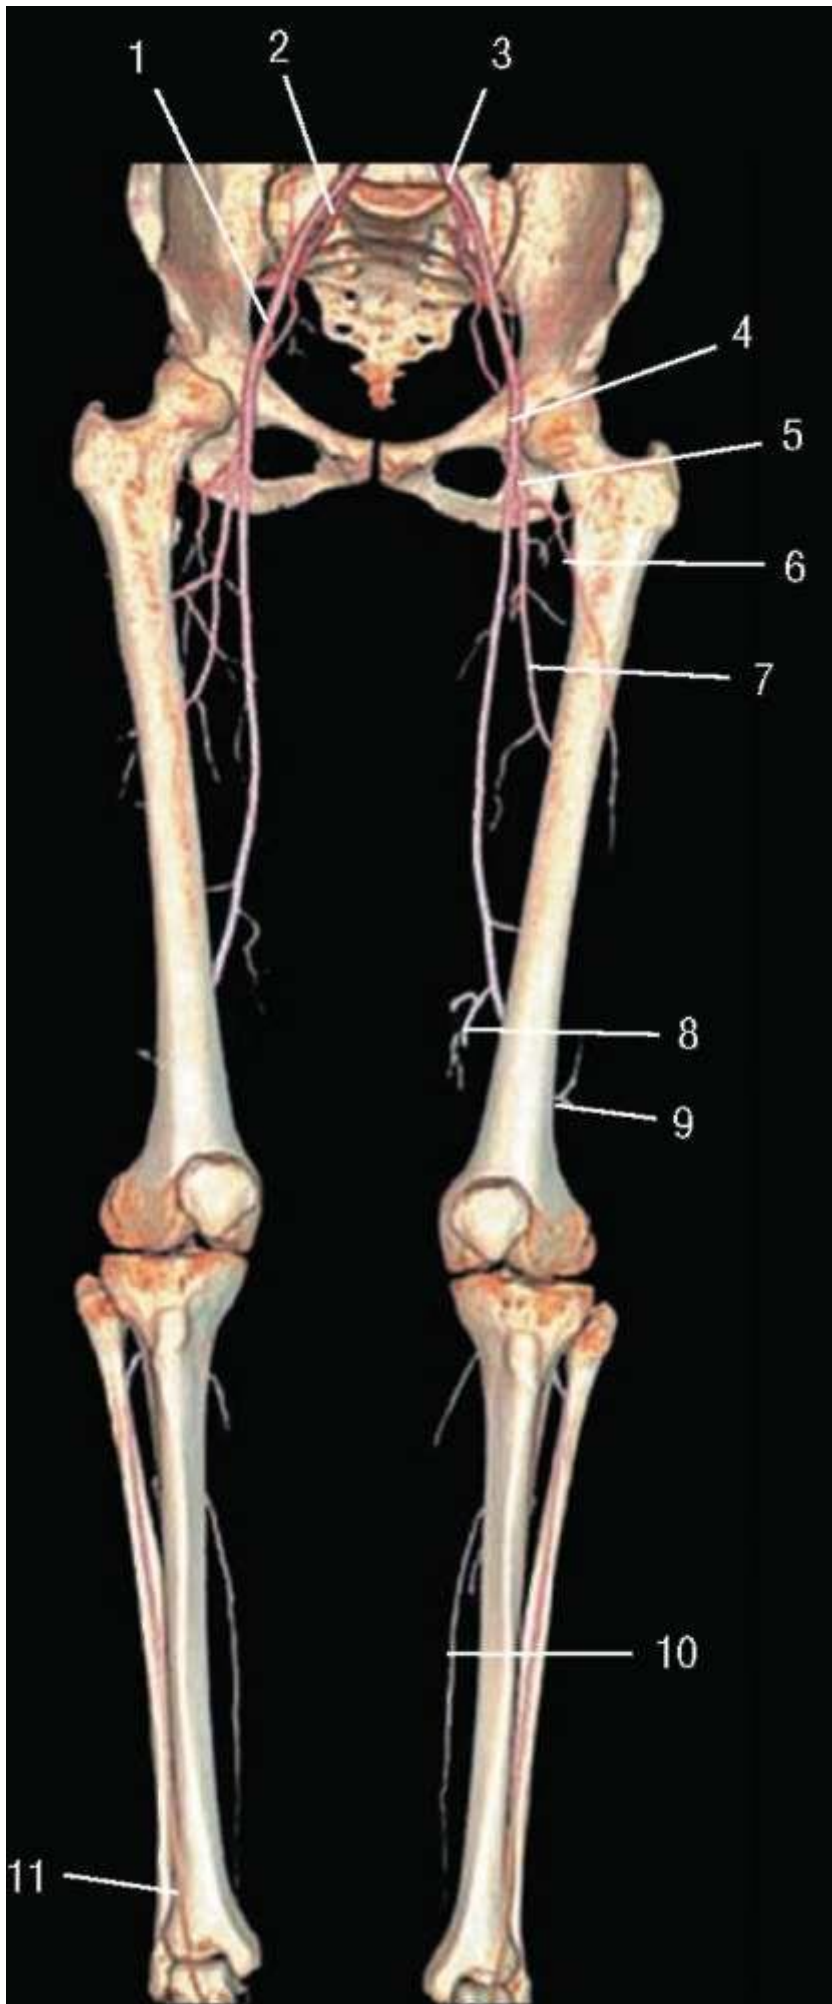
КТ-ангиограмма артерий нижней конечности в сосудистом режиме: 1 - *a. ilia-ca externa*; 2 - *a. iliaca interna*; 3 - *a. iliaca communis*; 4 - *a. femoralis*; 5 - *a. profunda femoris*; 6 - *a. circumflexa femoris lateralis*; 7 - *a. circumflexa femoris medialis*; 8 - *a. genus superior medialis*; 9 - *a. genus superior lateralis*; 10 - *a. tibialis posterior*; 11 - *a. tibialis anterior*
